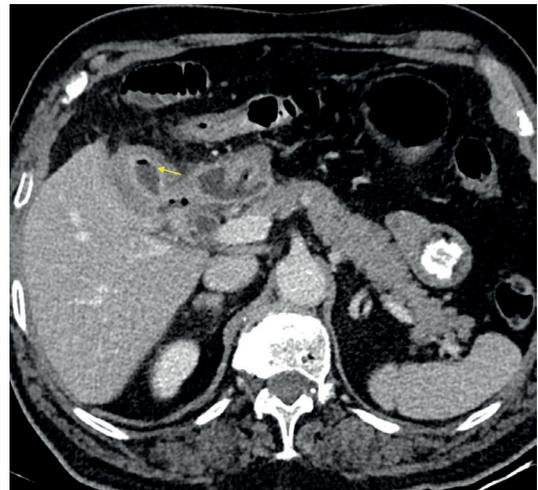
TC de abdomen y pelvis donde se aprecia la vesícula biliar (flecha) poco distendida, de pared engrosada en forma difusa con presencia de gas en su interior
